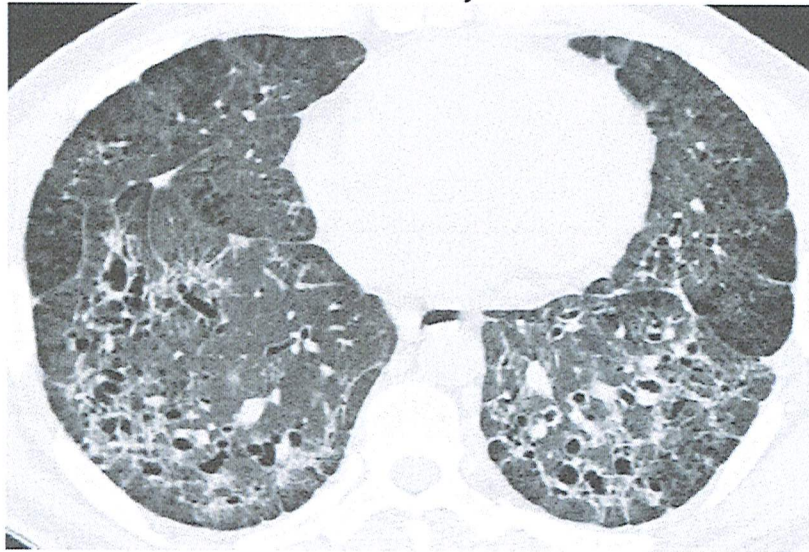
Aspect de PINS avec verre dépoli, réticulations et bronchectasies par traction en TDM thoracique [54].
